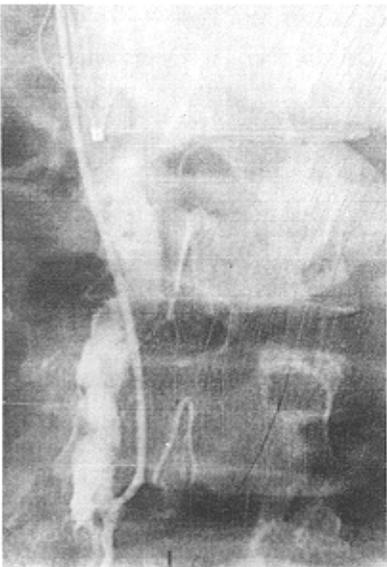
下腔静脉造影示近肾静脉水平血栓形成(下腔静脉内可见不规则的充盈缺损影像),同时置入 Antheor TB/TC 临时滤器于血栓上方
